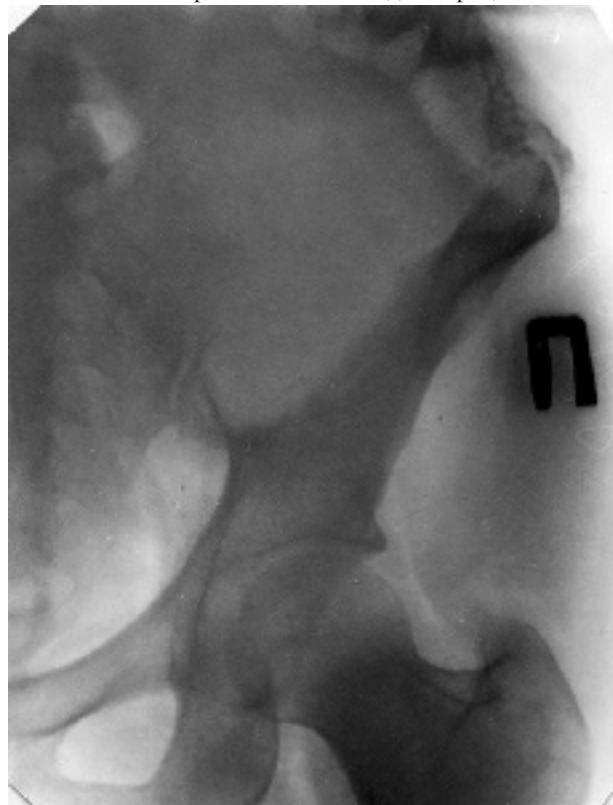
Рентгенограмма после резекции крыла правой подвздошной кости
